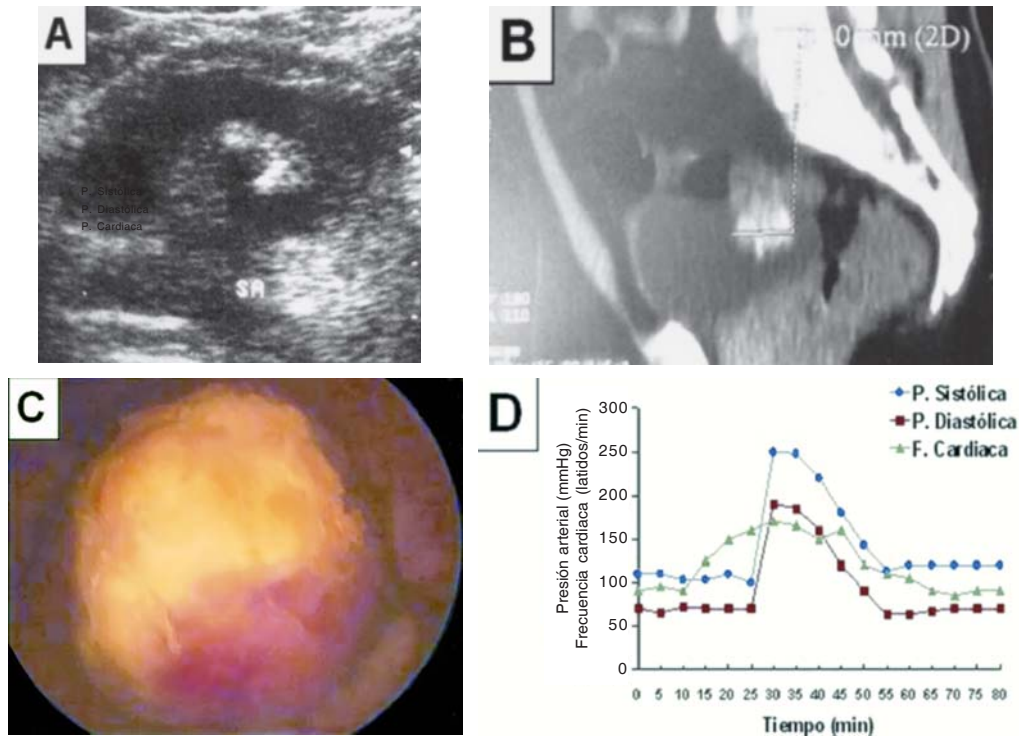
A) Ultrasonido transabdominal del paciente en donde se observa la presencia en la vejiga de una masa lobular ecodensa que proyecta una sombra acústica (SA). B) Corte longitudinal de TAC en donde se observa la presencia de una tumoración calcificada en la región de la vejiga. C) Imagen obtenida por cistoscopia que muestra una tumoración localizada en la pared posterior de la vejiga. Se observa una zona de calcificación que se extiende por la parte superior del tumor. D) Variaciones en la presión diastólica (P. diastólica), la presión sistólica (P. sistólica) y la frecuencia cardíaca (F. cardíaca), del paciente antes, durante y posterior a la cirugía. Se observa que existe una elevación importante en los tres parámetros que coincide con el momento de abordar el pedículo vascular del tumor (flecha negra), lo que obliga a aplicar tratamiento farmacológico con lo que se logran controlar al paciente y posteriormente sus valores vitales regresan a la normalidad una vez extirpado completamente el tumor.
